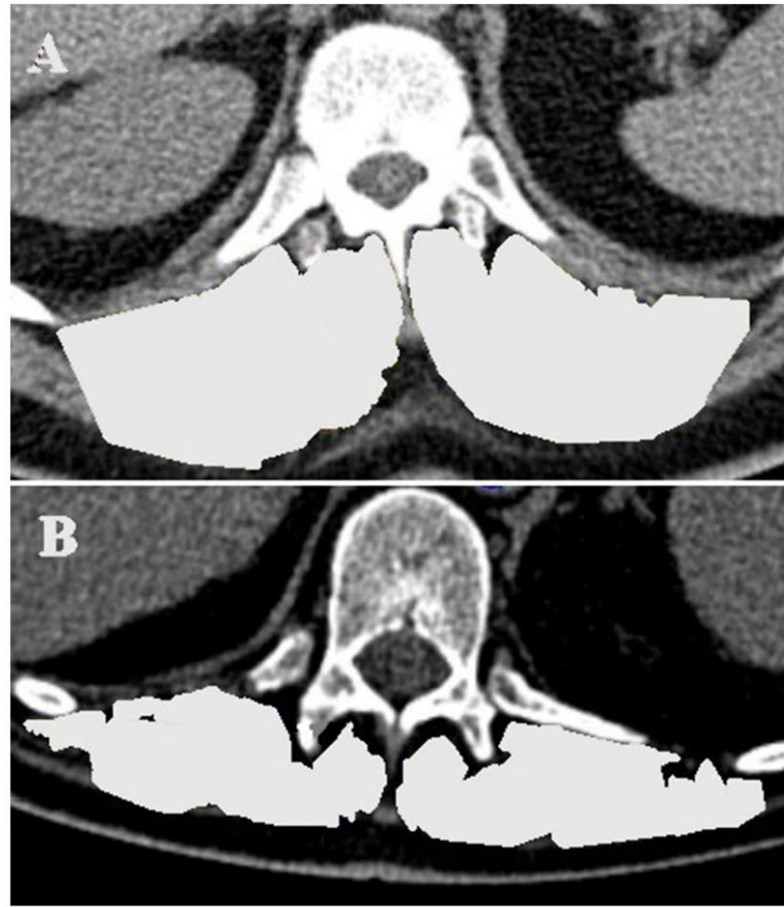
TMESA measurement in an axial CT image at level of the 12th thoracic vertebrae (TMESA area marked in light gray). (A) Male patient without impaired muscle area. (B) Male patient with impaired muscle area. TMESA, total area of the erector spinae muscles; CT, computed tomography.
